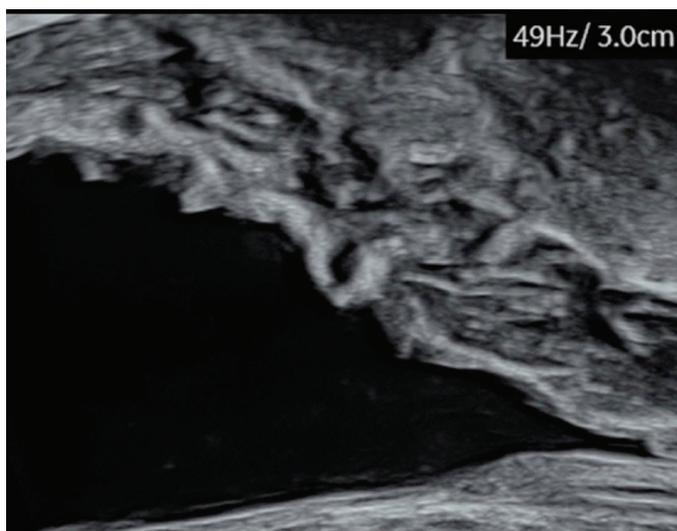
Échographie par voie endovaginale avec une sonde à haute fréquence de 18 MHz. On visualise une vessie normale en semi-réplétion avec les différentes couches de la paroi vésicale.
